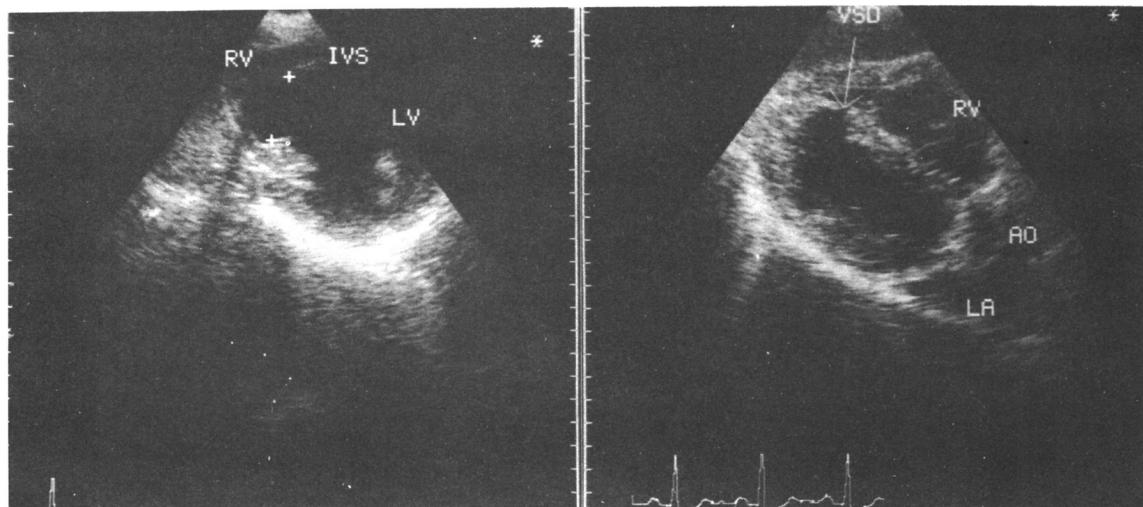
2D echocardiogram showing large defect at the muscular portion of interventricular septum in the (a) parasternal short axis view and (b) subcostal 4 chamber view.
